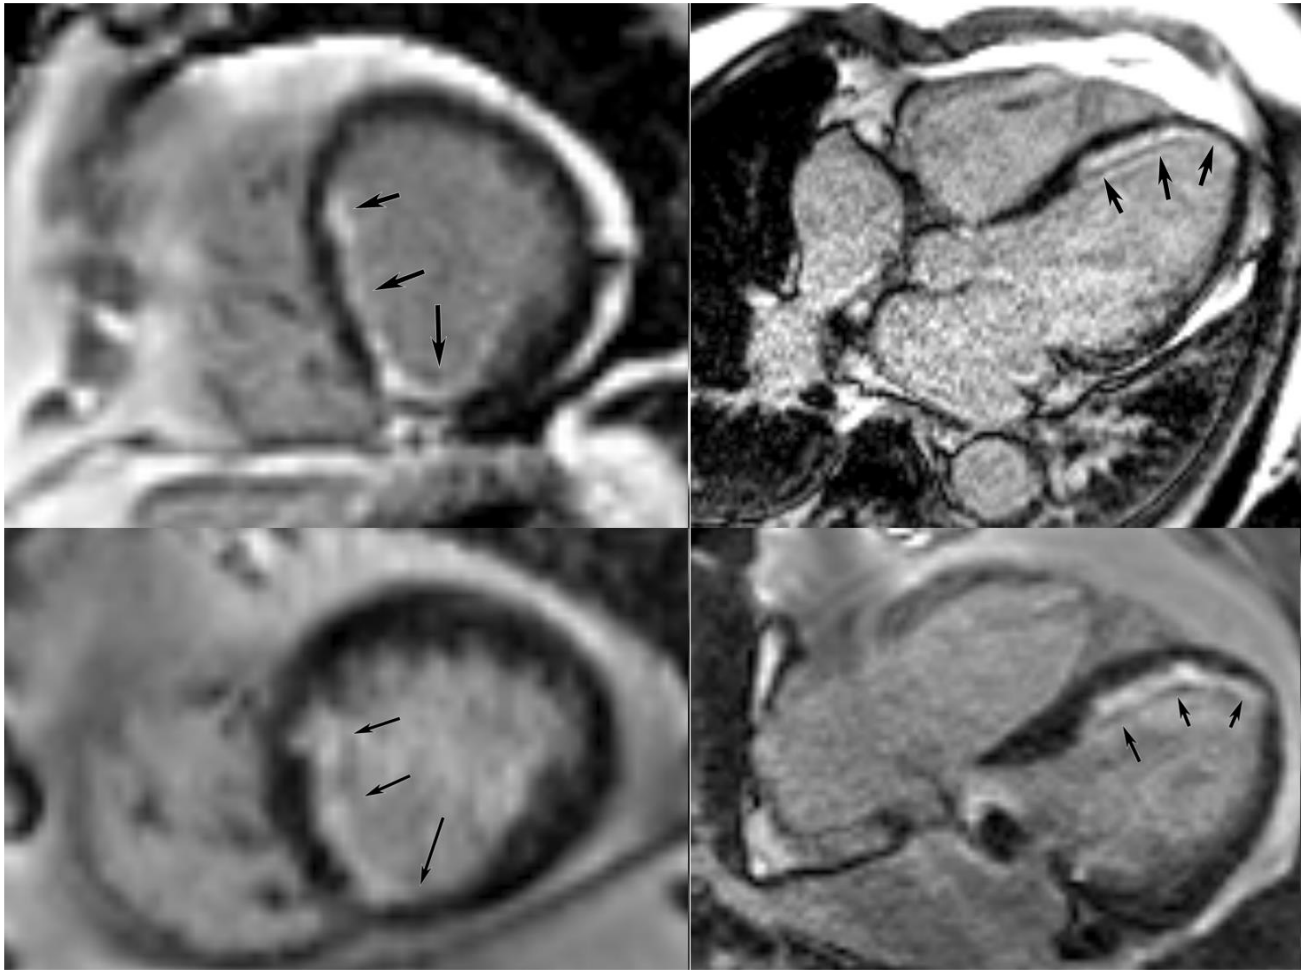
МРТ сердца с отсроченным контрастированием после введения гадолиний-содержащего препарата (импульсная последовательность PSIR) [31]
